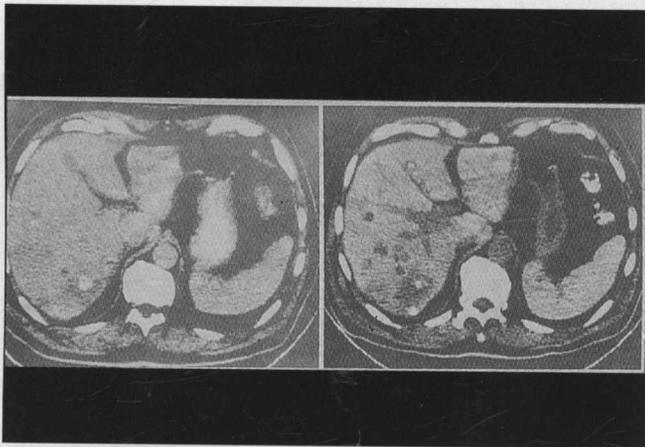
Tomografía hepática (TAC).
